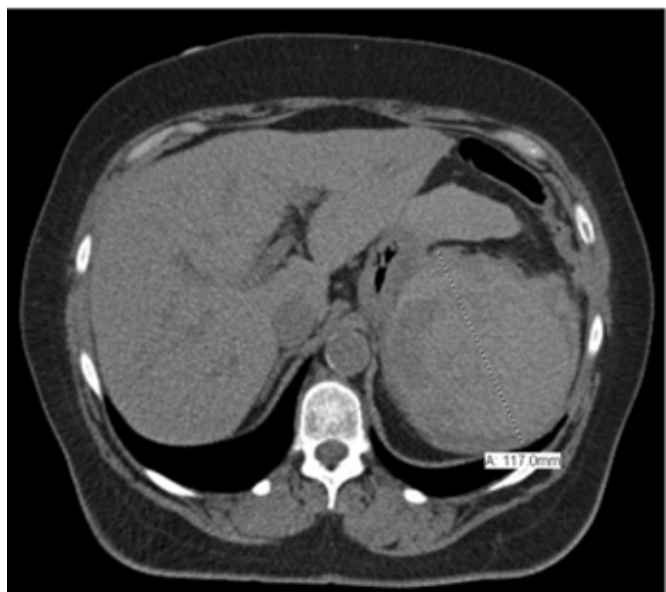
Tomografía computarizada de una mujer de 60 años después de una colonoscopia después de una rotura esplénica realizada sin contraste⁴.
